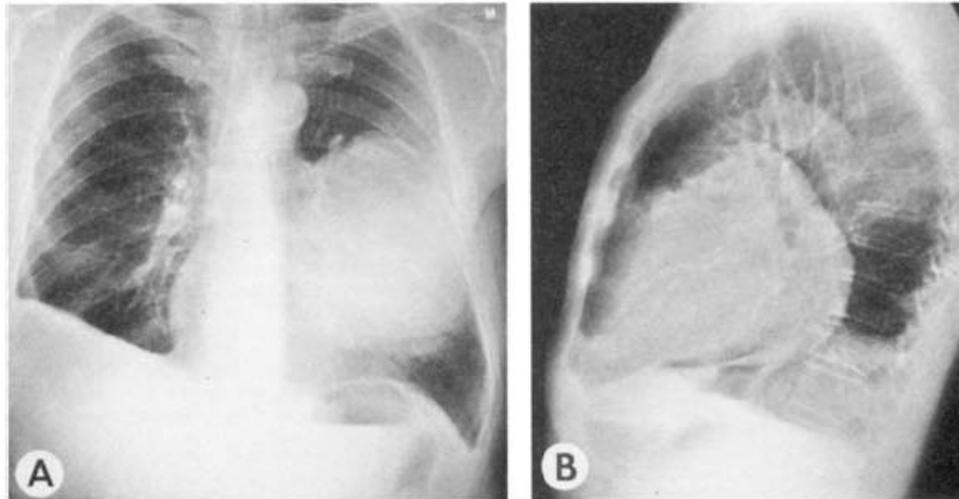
Posteroanterior (A) and left lateral (B) chest roentgenograms, showing large mass in left lower lung field. Thickened pleura in right costophrenic angle is also evident.
